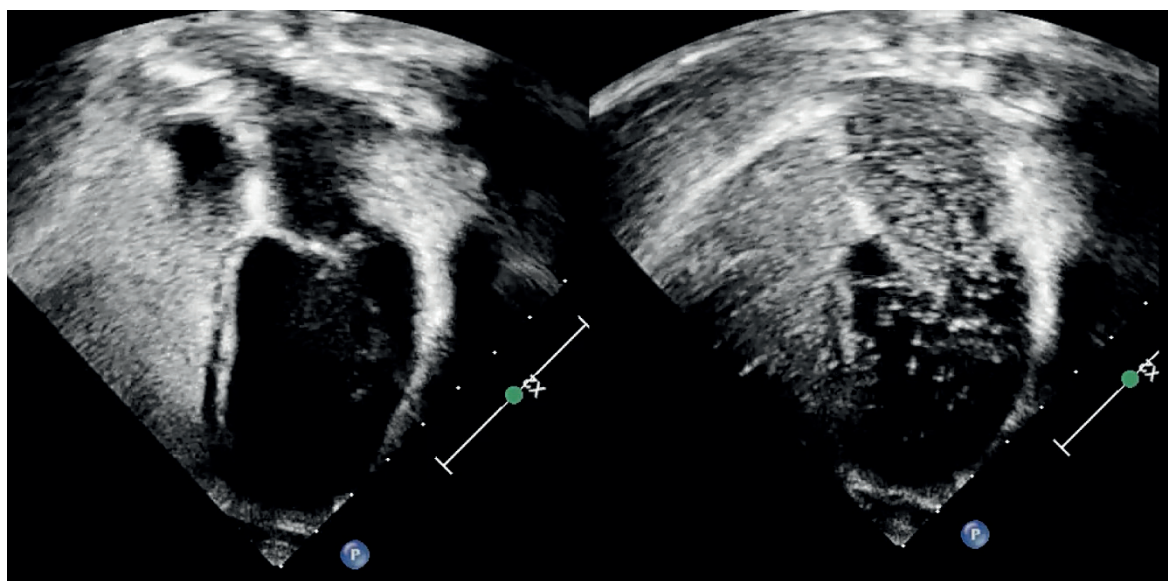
Ecocardiografia transtorácica no plano apical de quatro câmaras, evidenciando aparecimento tardio de microbolhas (> 3 batimentos cardíacos) nas cavidades esquerdas após infusão de solução salina agitada por acesso venoso periférico.
